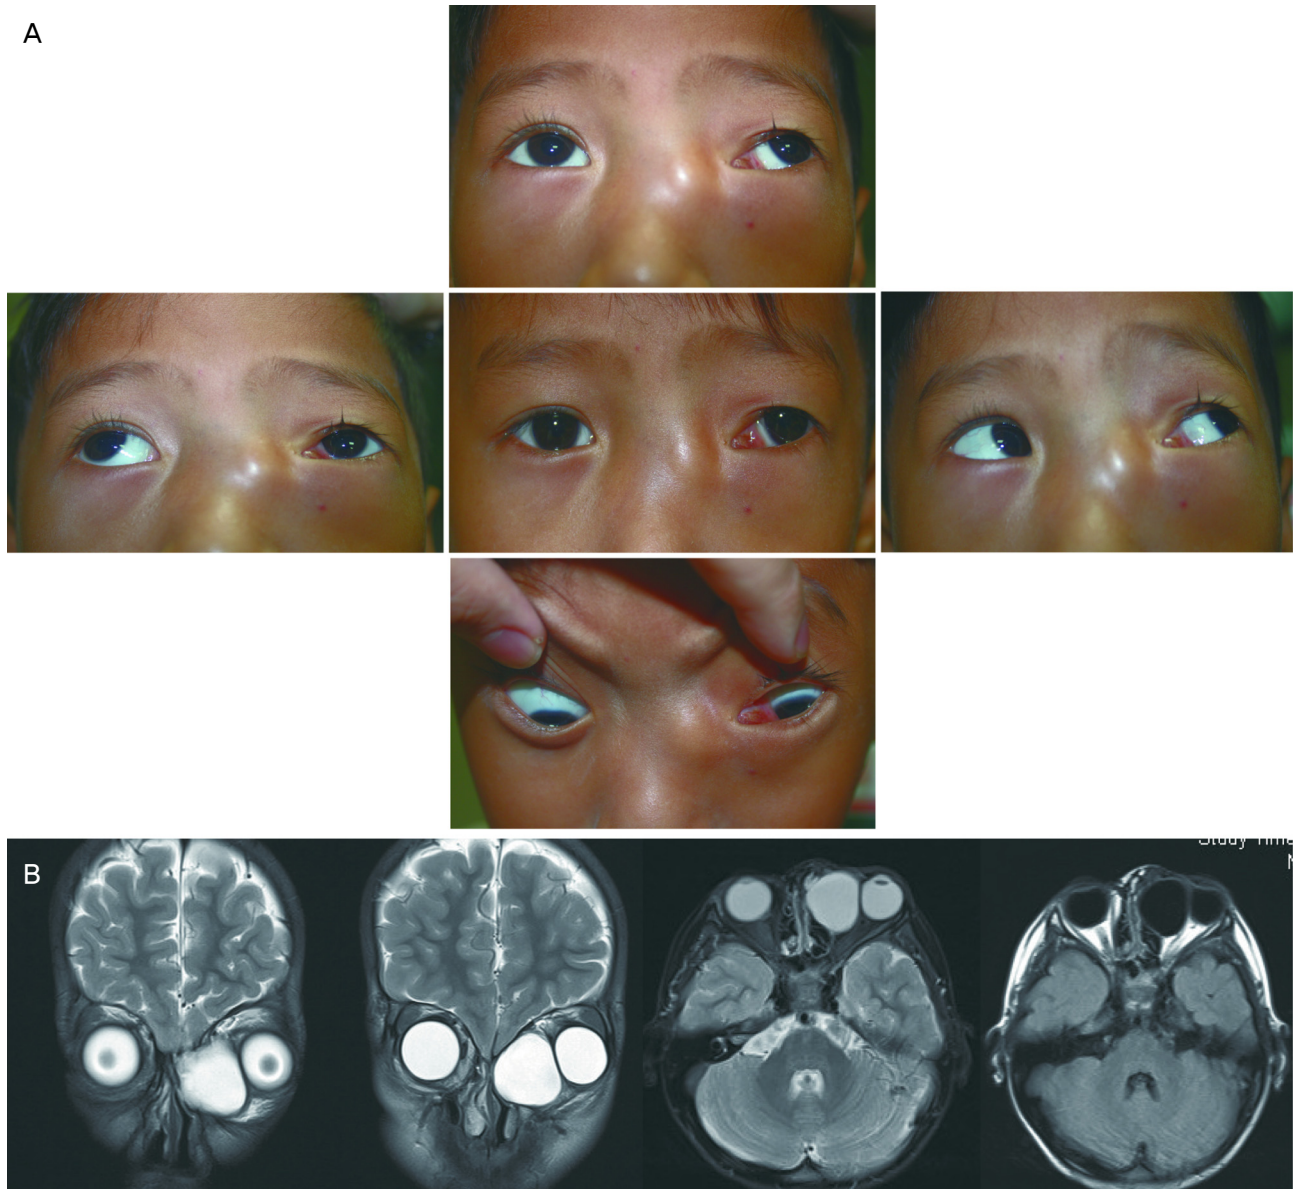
Clinical photos and magnetic resonance imaging (MRI). (A) Five-year-old male with palpable mass under the skin at the superomedial orbital area on the left eye. We examined 4-cardinal fields of gaze, limitation of motion -4 at adduction in the left eye was noted. (B) MRI showed 3.0 × 2.5 × 2.5 cm sized cystic mass at left ethmoid region with remodeling of surrounding bone and displaced extraocular muscle and globe, suspected to mucocoele of ethmoid sinus. T2 coronal (first two figures), T2 axial, and T2 flair (fluid attenuated inversion recovery) cuts in sequence. The patient consented to the use of these photographs.
